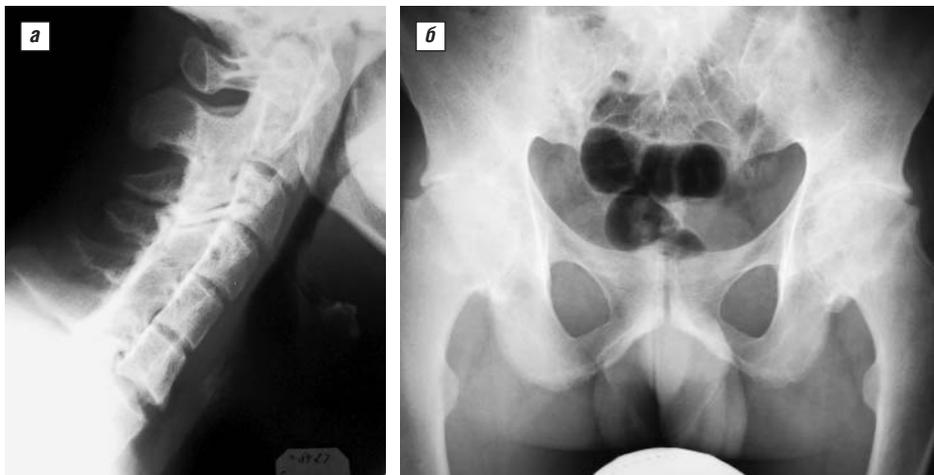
Рентгенограммы таза (а) и шейного отдела позвоночника (б) больного С.
